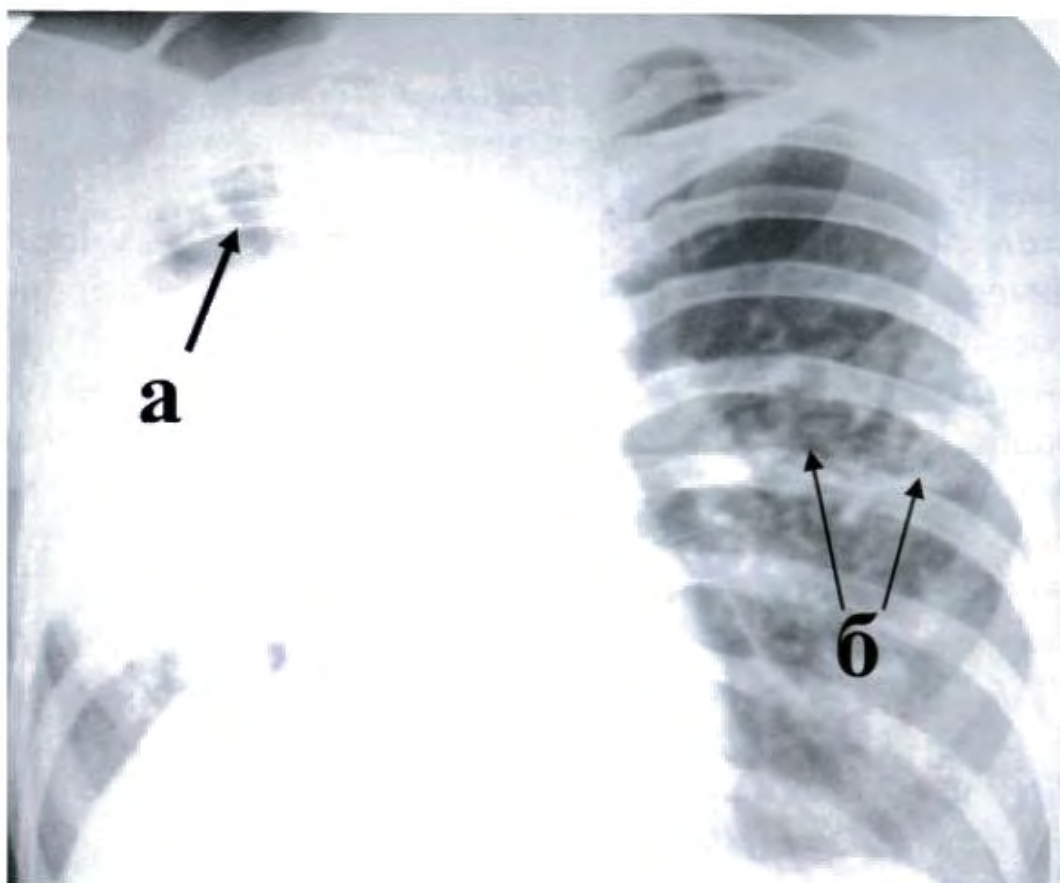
Казеозная пневмония справа с распадом (а) и очаги бронхогенного обсеменения в левом лёгком (б). Синдром субтотального затемнения (рентгенограмма).
